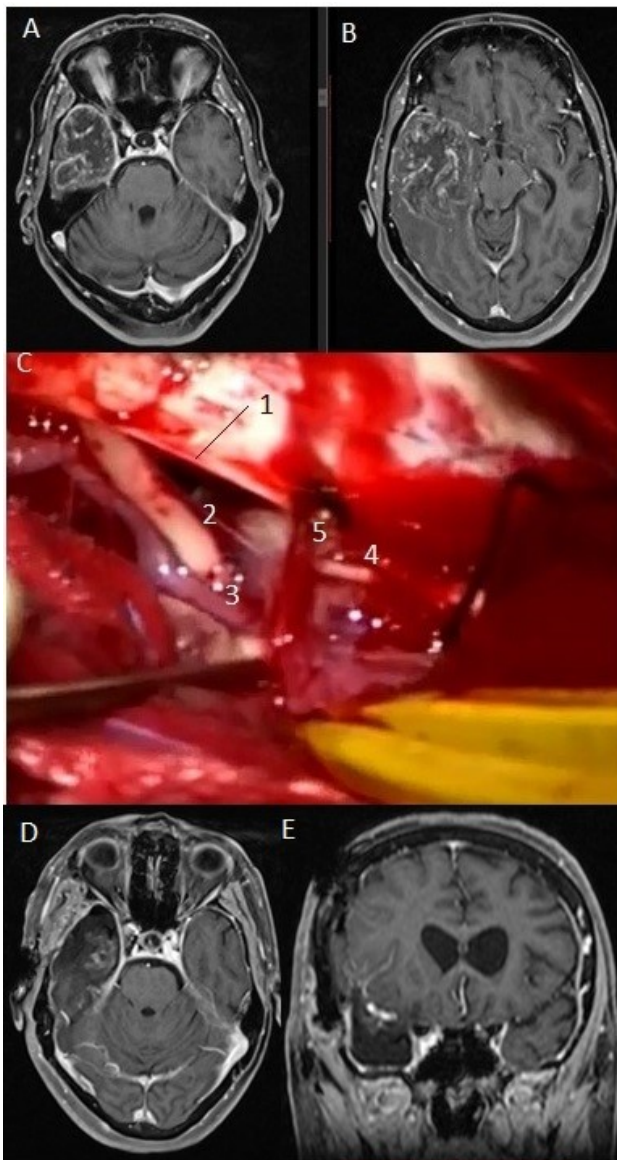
Imágenes de RM en la secuencia T1 con contraste endovenoso (A, B) que muestran una voluminosa tumoración situada en el lóbulo temporal derecho correspondiente a un glioblastoma. Se practicó una lobectomía temporal como muestra la imagen C en la cual pueden diferenciarse el borde libre del tentorio (1), el III par craneal derecho (2), la arteria comunicante posterior derecha (3), el IV par craneal derecho (4) junto a una vena cortical que drena en el tentorio (5). Las imágenes D y E muestran respectivamente los cortes axial y coronal de la RM postoperatoria
